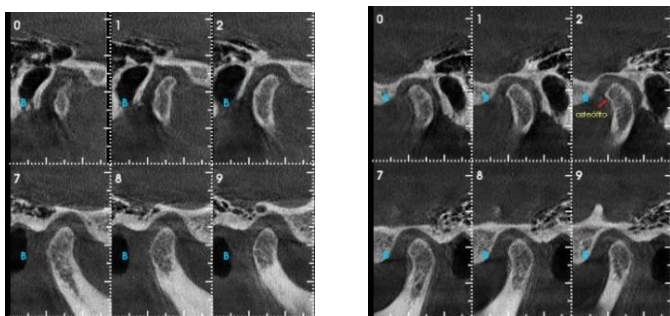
Exame realizado em tomógrafo cone beam (Kodak CS 8100) e edição de imagens feitas com cortes de 1 mm de espessura da paciente P.S.F. em 18/11/2019.
